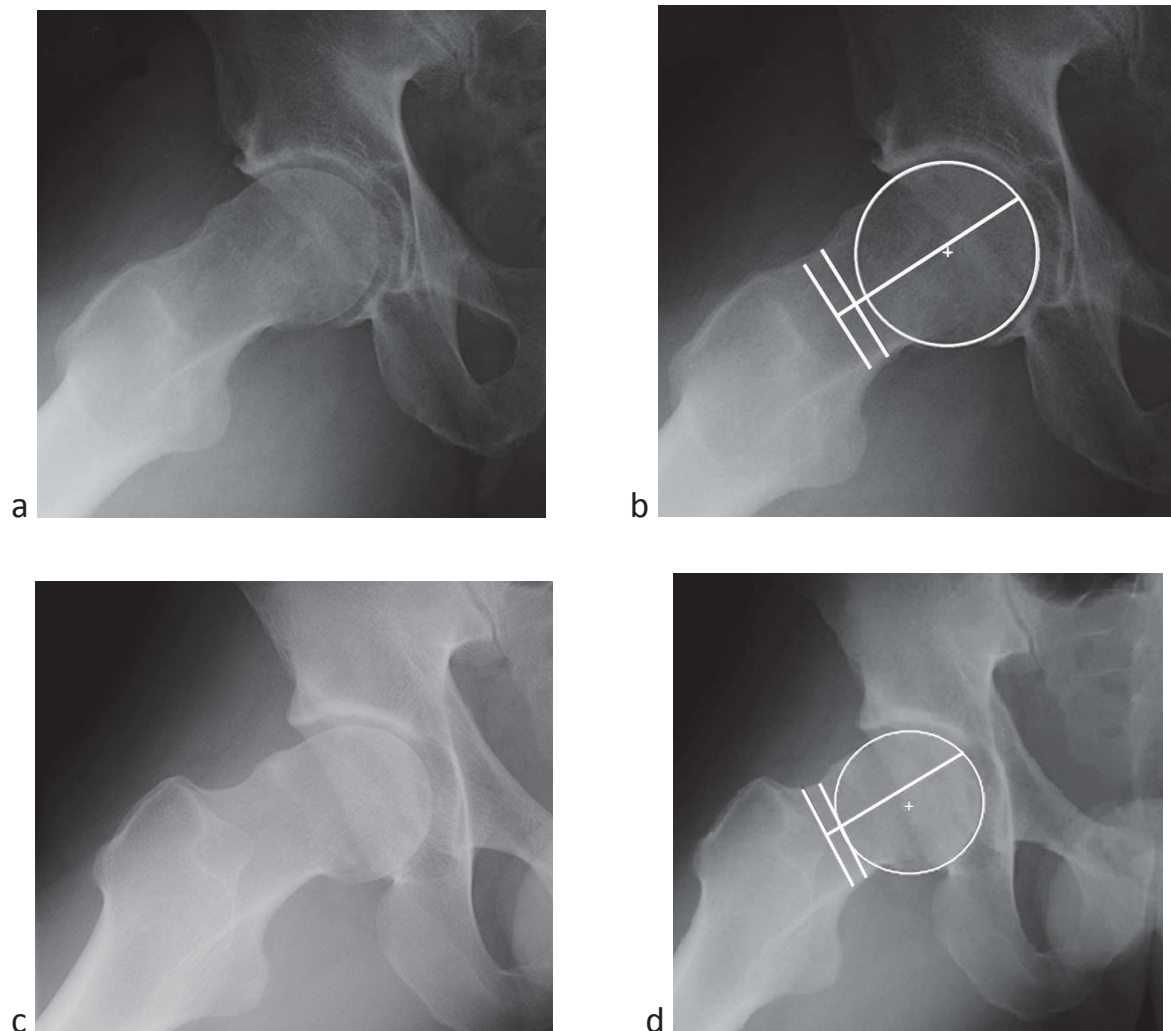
a,b*) Radiographie de hanche droite (Frog-Leg) : conflit de hanche par effet came avec ICCP mesuré à 4 %.
